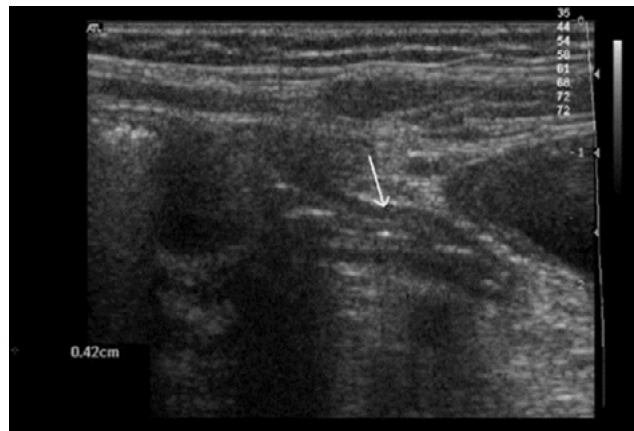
Ecografía de un apéndice normal: estructura tubular de 3cm. de largo y 0,4 cm. de diámetro. Fuente: Rosendahl K., et al., Eur Radiol, 2004; Suppl4:L138-45. Reproducida bajo licencia de Springer Nature.
